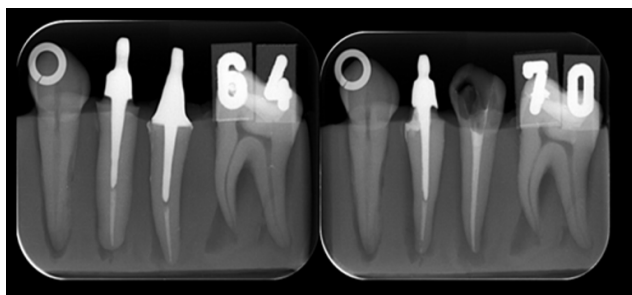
Radiografias periapicais obtidas com ângulos horizontais em ortorradial e com variação de 25° para a direita e 25° para a esquerda.
